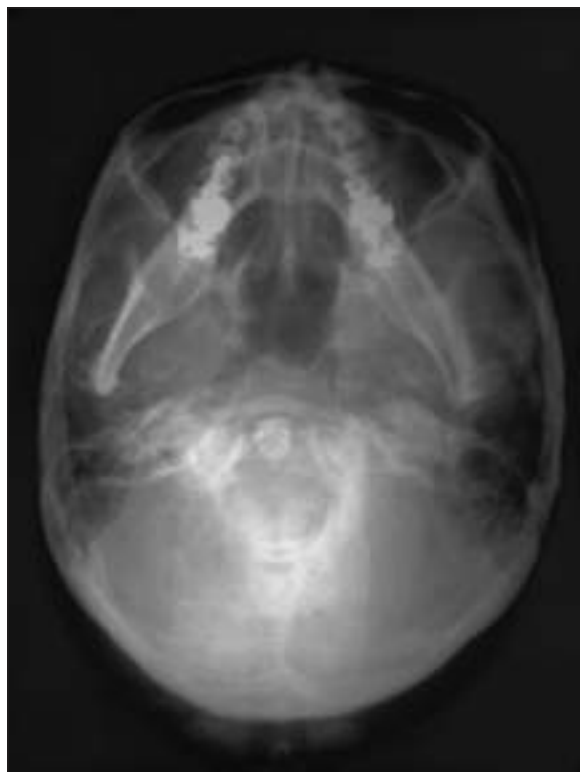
Teleradiografia assiale
